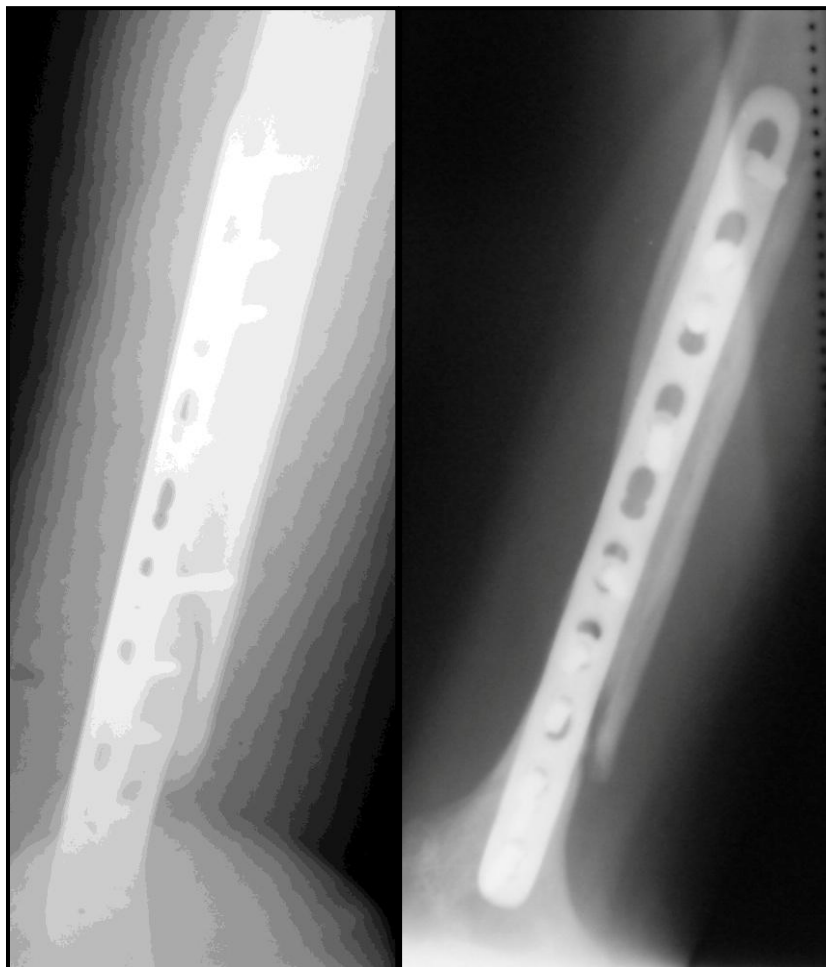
Рентгенограммы правой плечевой кости в двух проекциях при нестабильном остеосинтезе нижней трети диафиза плечевой кости.
